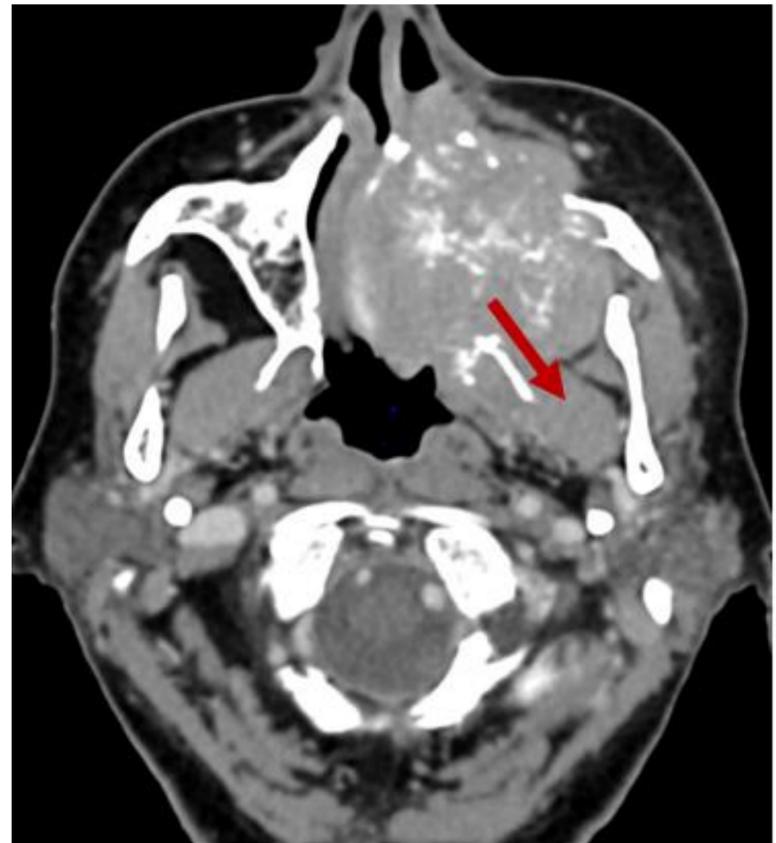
TAC axial con contraste, extensión hacia fosa pterigoidea. Carcinoma escamoso no queratinizante (adenoide quístico) Estadio T3
